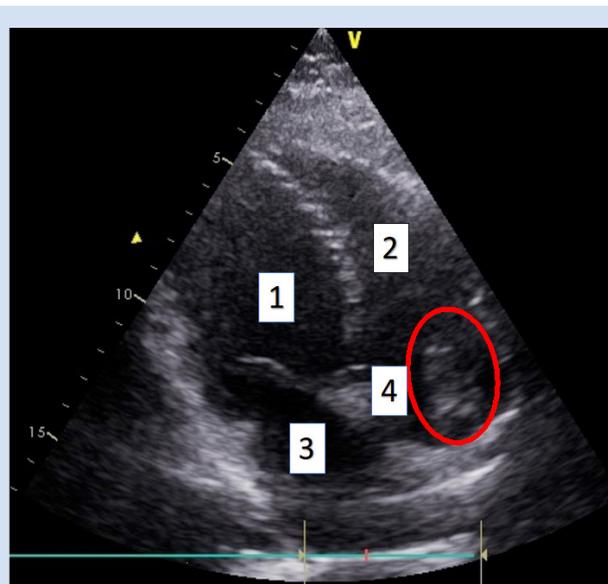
Трансторакальная эхокардиография. Новообразование обведено красным овалом
